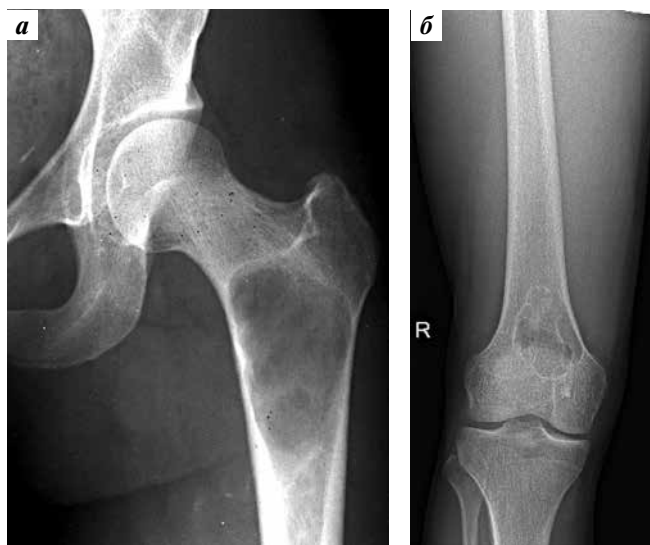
Рентгенография: а – узкая, четкая зона перехода (костная киста); б – четкая переходная зона за счет ободка склероза (неоссифицирующая фиброма)
